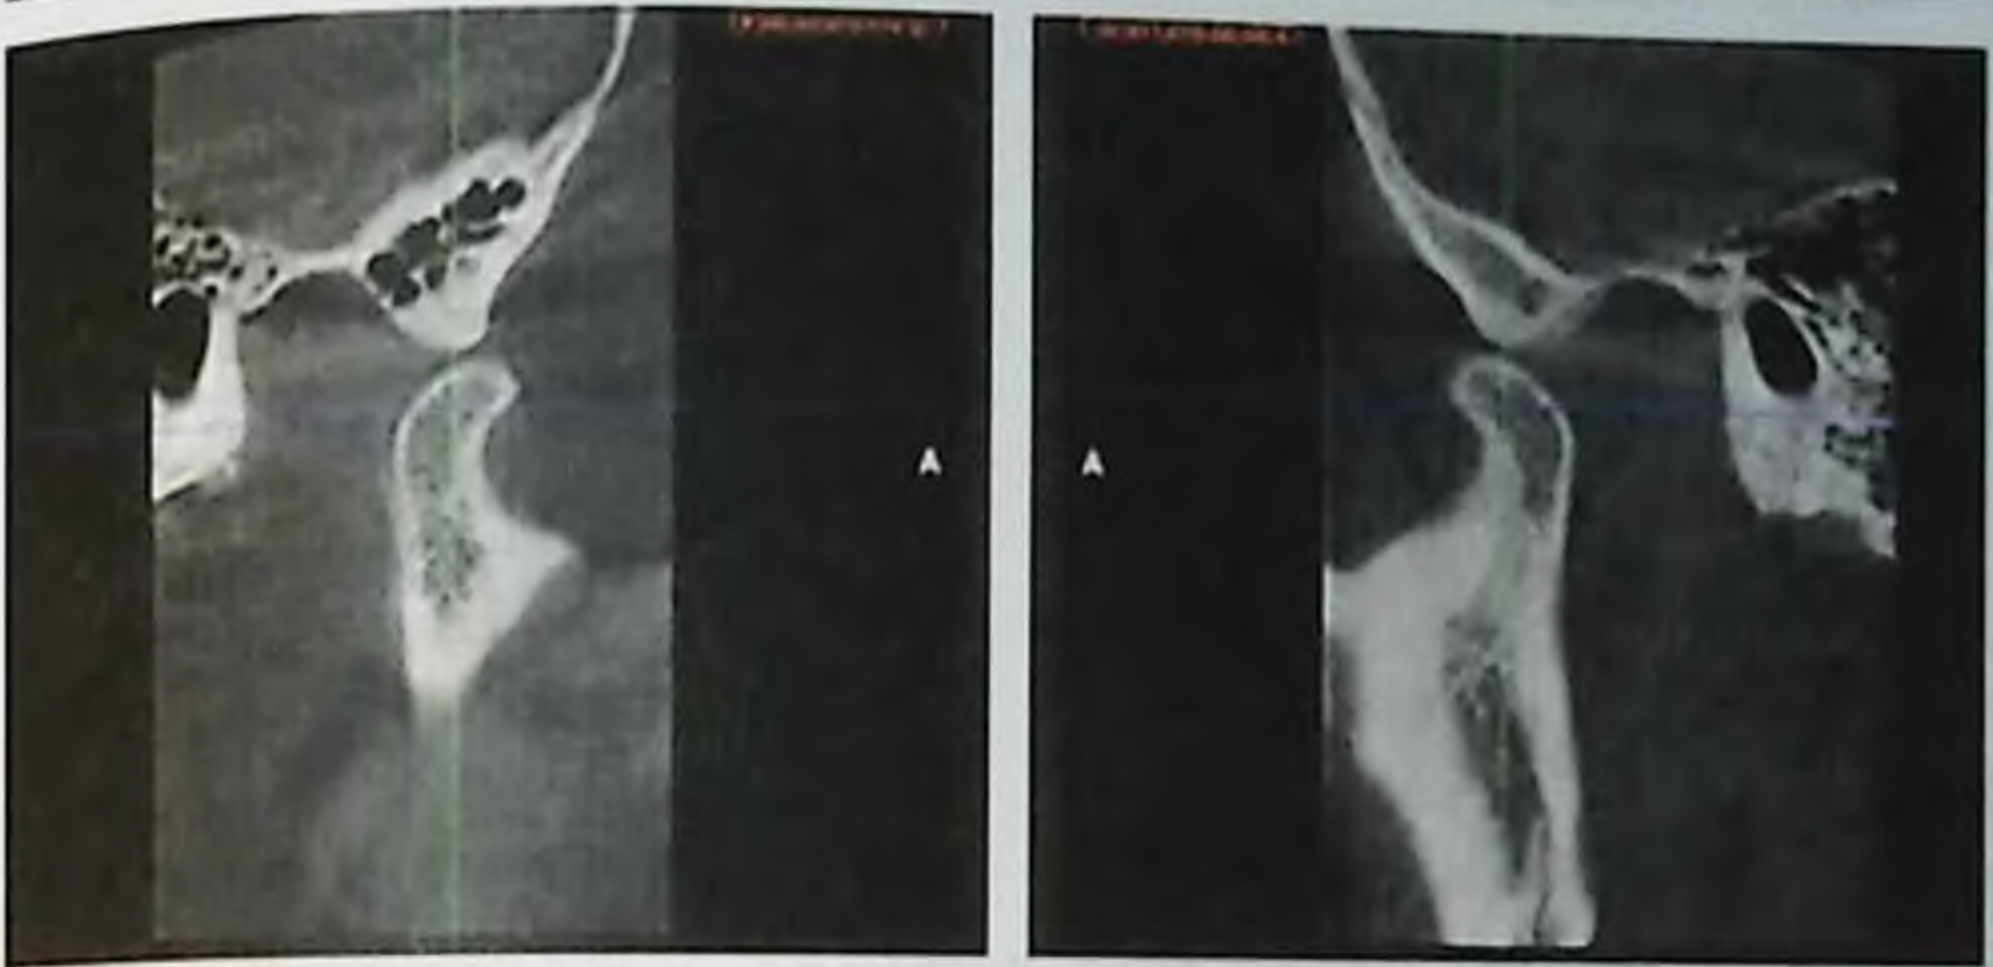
Компьютерная томограмма ВНЧС пациентки О., 15 лет, с открытым ртом после ортодонтического лечения.
